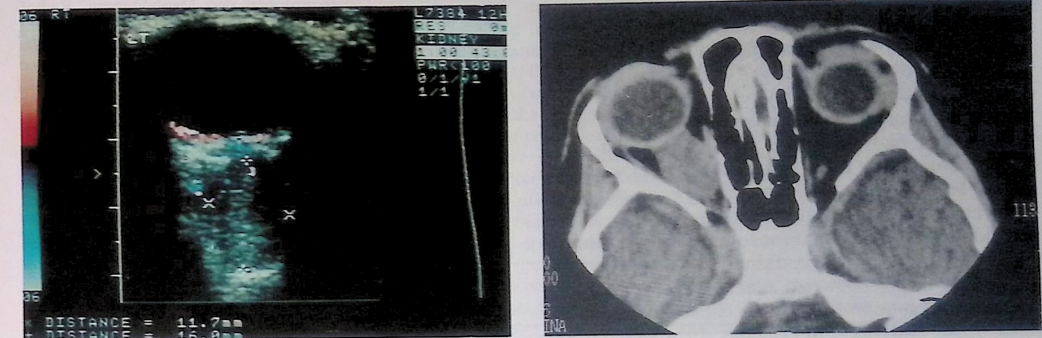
a) Obraz USG-CD siatkówczaka gałki prawej. Widoczne zwapnienia w obrębie zmiany oraz drobne naczynia w masie guza. b) obraz KT guza uwiadczonego na ryc. 3a. Potwierdzono obecność zwapnień w guzie.
